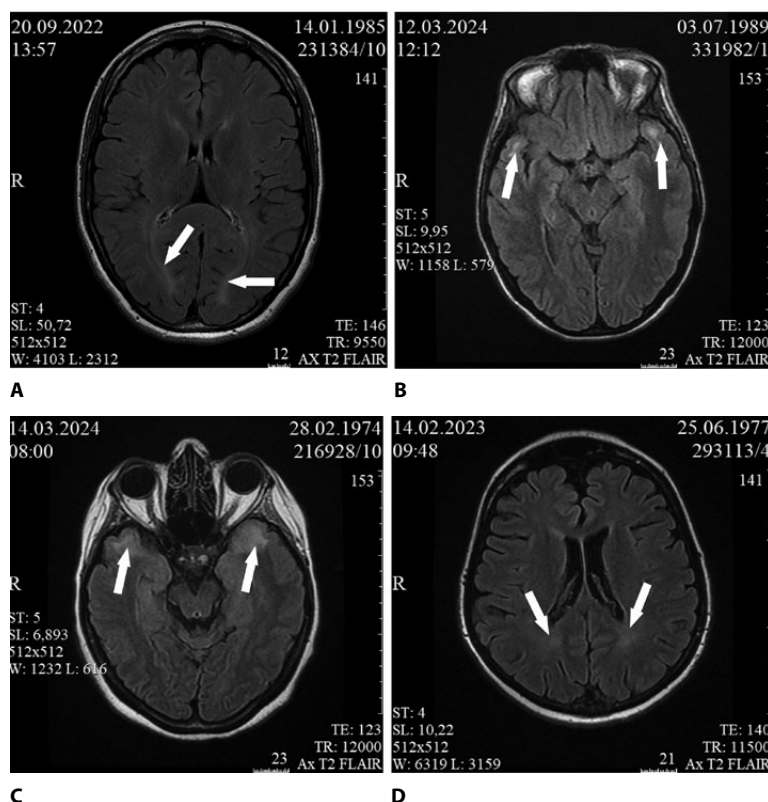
Повышение интенсивности сигнала в режиме T2-WI FLAIR: A, D – гиперинтенсивность белого вещества в теменно-затылочных областях; B, C – протяженные зоны гиперинтенсивности белого вещества в височных долях
